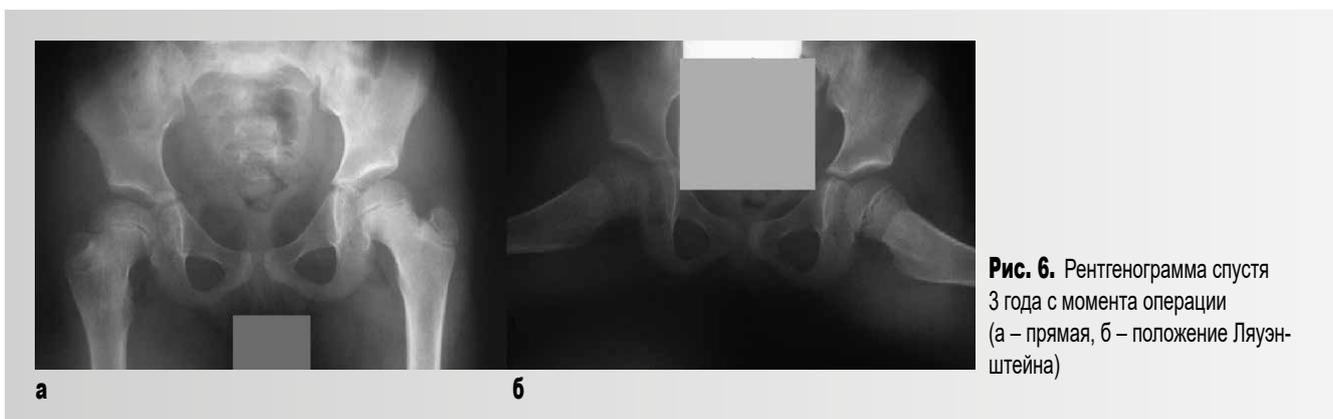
Рентгенограмма спустя 3 года с момента операции (а – прямая, б – положение Ляуэнштейна)
